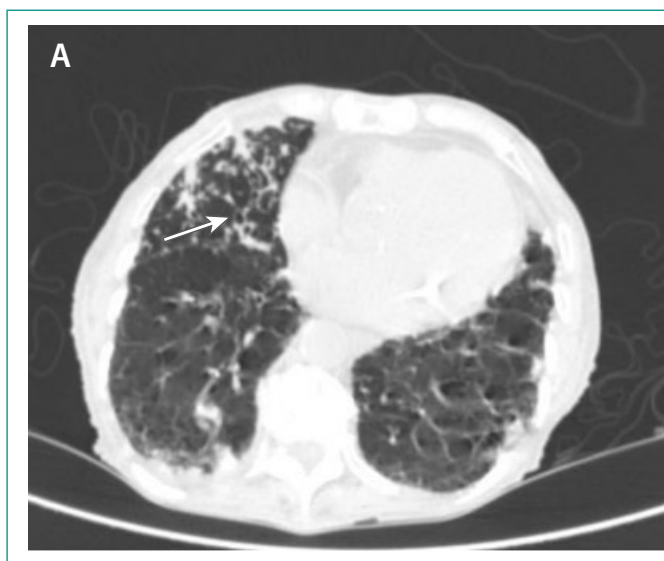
Cortes axiales en ventana de pulmón de TC torácico. A) Bronquiectasias cilíndricas en lóbulo medio (flecha blanca). B) Consolidaciones de predominio subpleural en lóbulos inferiores (flecha negra).
